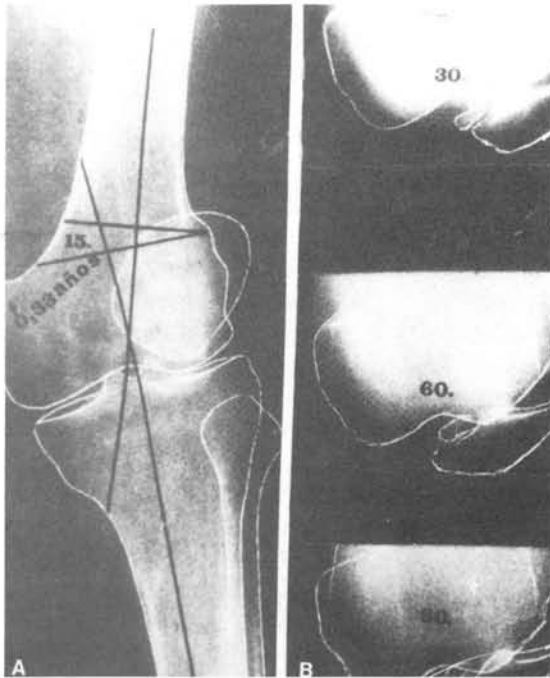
A: Mal alineamiento del miembro por genu valgum de 15 grados (epifisiodesis lateral externa, postraumática). B: Como consecuencia, subluxación patelar, vista en radiografía tangencial de la FP en 30, 60 y 90 grados de flexión de la rodilla.
